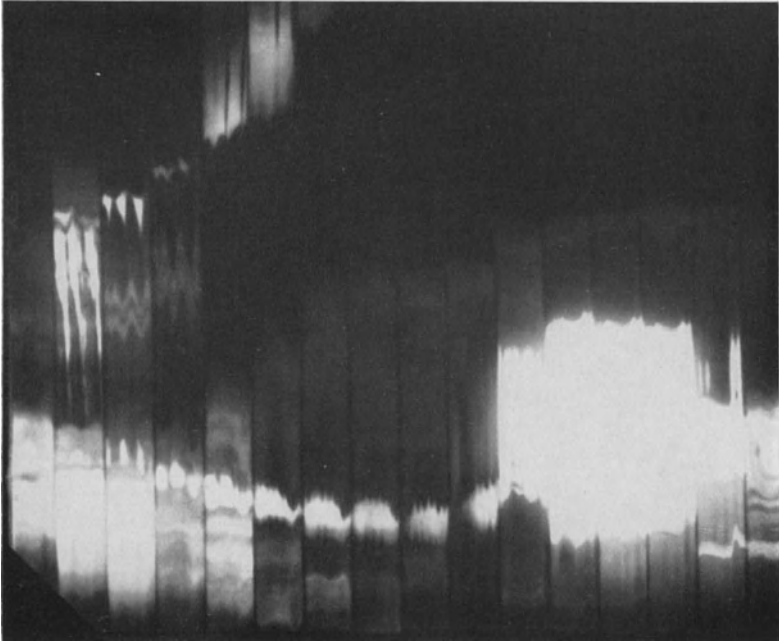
Röntgenkymographie eines Säuglings, während er aus der Flasche trinkt. Auf etwas mehr als $1\frac{1}{2}$ Atemzüge, an den Atembewegungen des Mageninhaltes zu erkennen, entfallen 3 Saug- und 3 Schluckbewegungen. (Die Bewegungen der vorderen Brust- und Bauchwand sind auf der Wiedergabe nicht sichtbar.) Die 3 Schluckbewegungen erfolgen, während die Atemphase wechselt. Dauer der Aufnahme 3 Sek.
